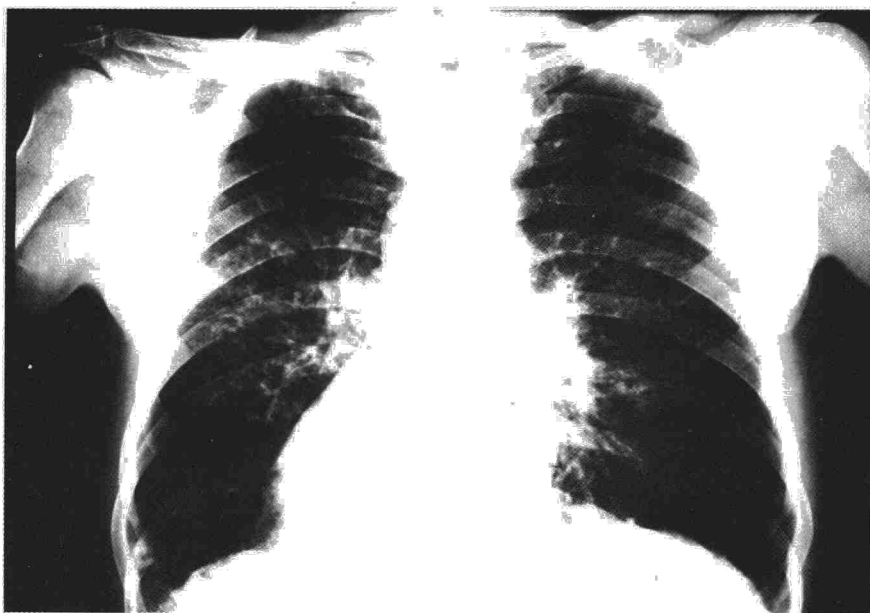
Radiografía P.A. de tórax al ingreso que muestra infiltrado intersticial bilateral.
